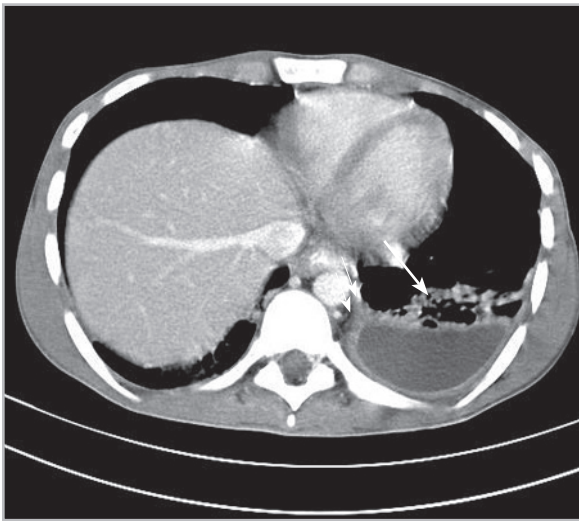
МСК-томограмма пациента с торакоабдоминальным огнестрельным ранением. После дренирования левой плевральной полости отмечаются признаки нагноившегося гемоторакса. Неравномерно утолщенные стенки отграниченного жидкостного образования левой плевральной полости за счет фибрина (две стрелки); наличие воздуха (стрелка)
